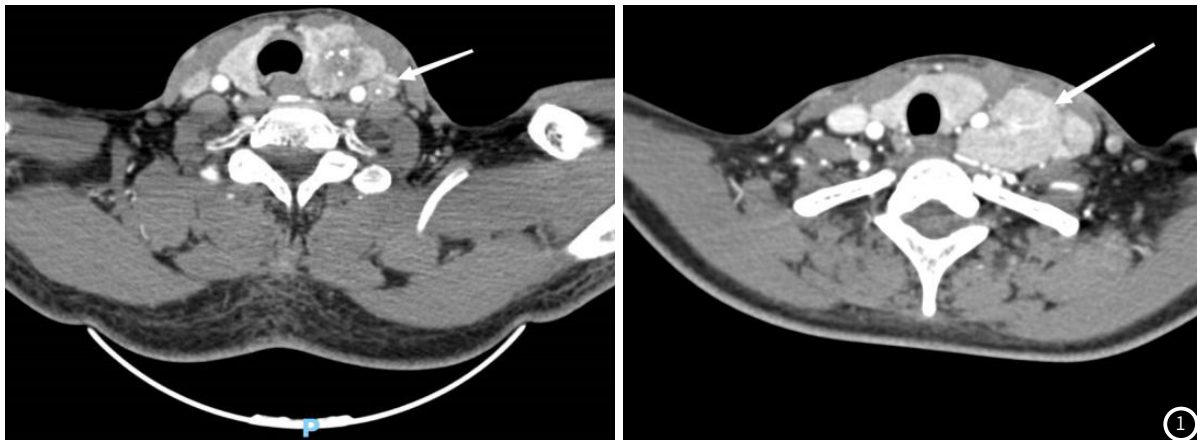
甲状腺癌颈转移患者的增强CT图像(左:男, 57岁, 左颈甲状腺癌转移; 右:女, 17岁, 左颈甲状腺癌转移)。
